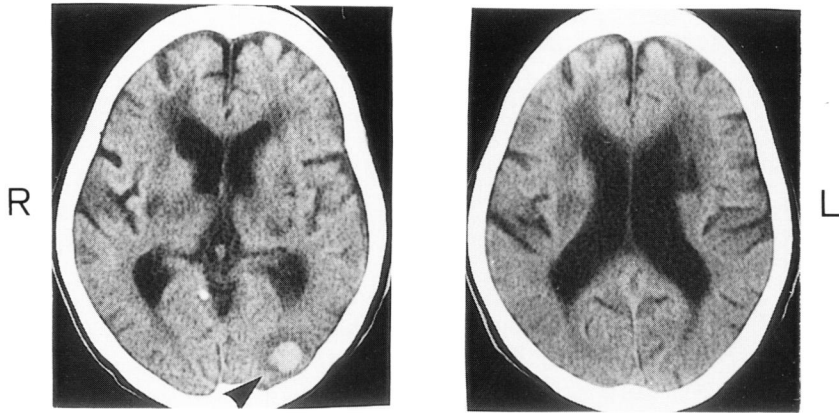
Brain CT on admission shows a round, 15mm in diameter, high density lesion surrounded by thin low density area in the left occipital subcortical white matter (black arrow head), bilateral multiple low density lesions in the territory of perforating arteries, and periventricular lucency in the white matter around the anterior horn of enlarged lateral ventricles.
